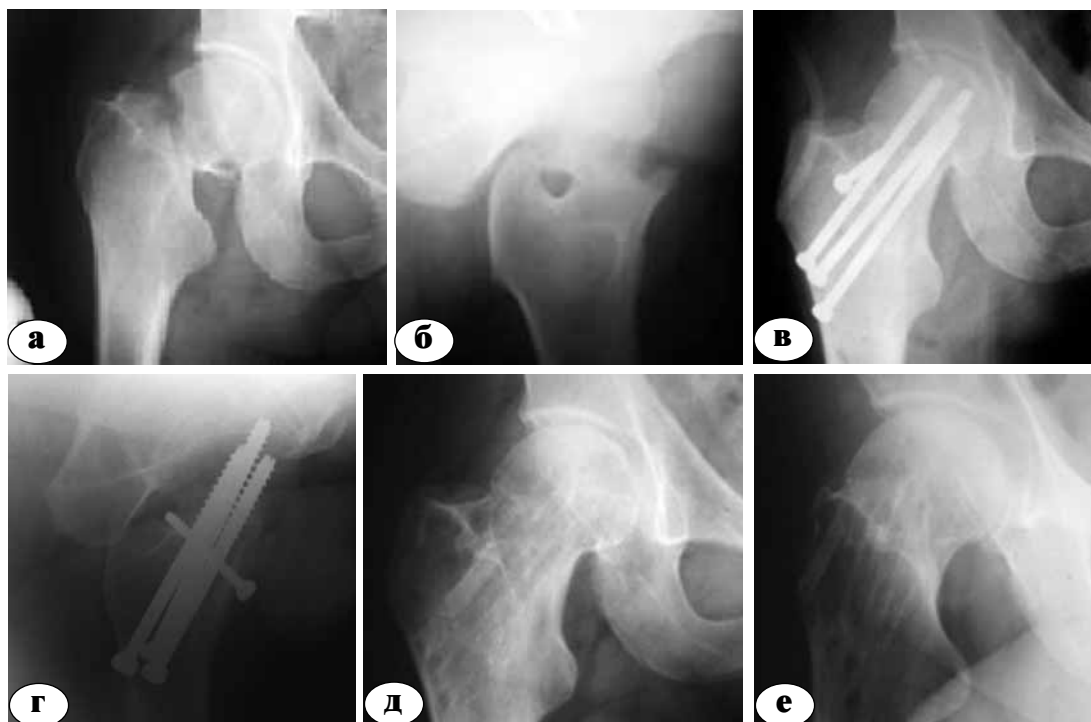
Рентгенограммы проксимального отдела правого бедра пациента С., 48 лет:
